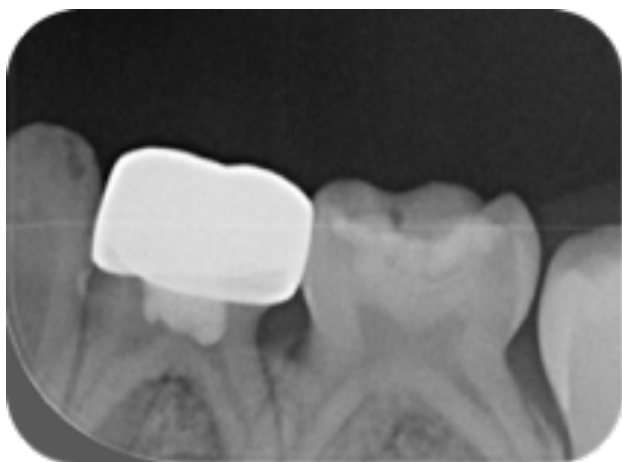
Radiographie de contrôle 6 mois après la pose de la CPPz sur 74.
